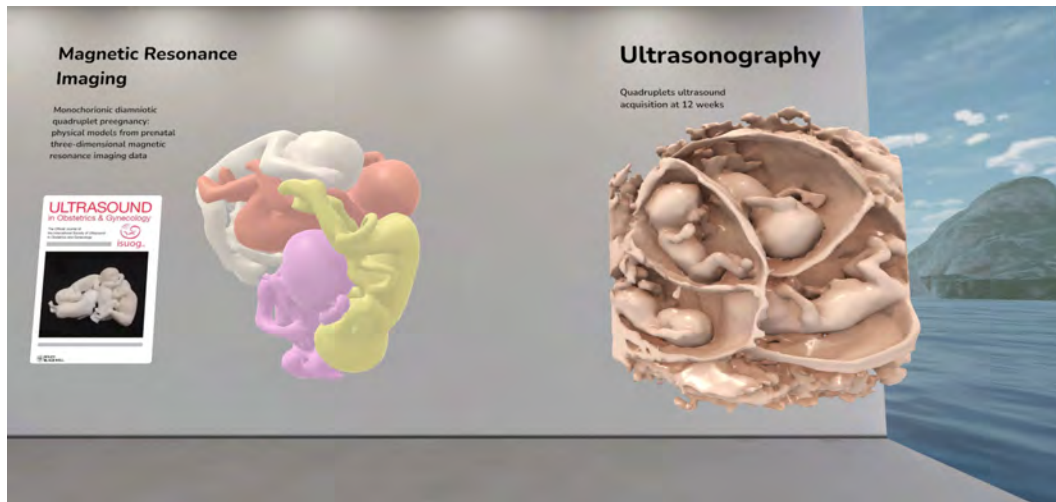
Exemplos de imagens 3D de quadrigêmeos obtidas através de Ultrassom e Ressonância Magnética.
